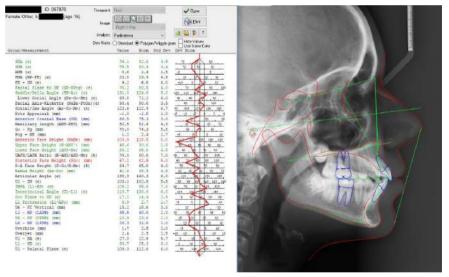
Телерентгенограмма головы в боковой проекции паци ентки О., 15 лет, с расшифровкой в программе Dolphin Imaging (США) после ортодонтического лечения
